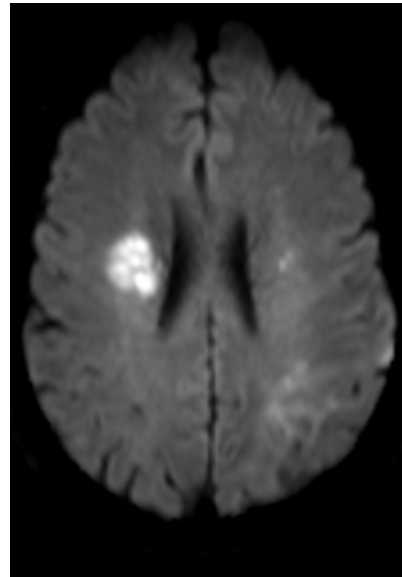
Control de RM 48 horas posteriores al inicio, en secuencia de difusión. Se observa isquemia cerebral aguda en el hemisferio cerebral contralateral
